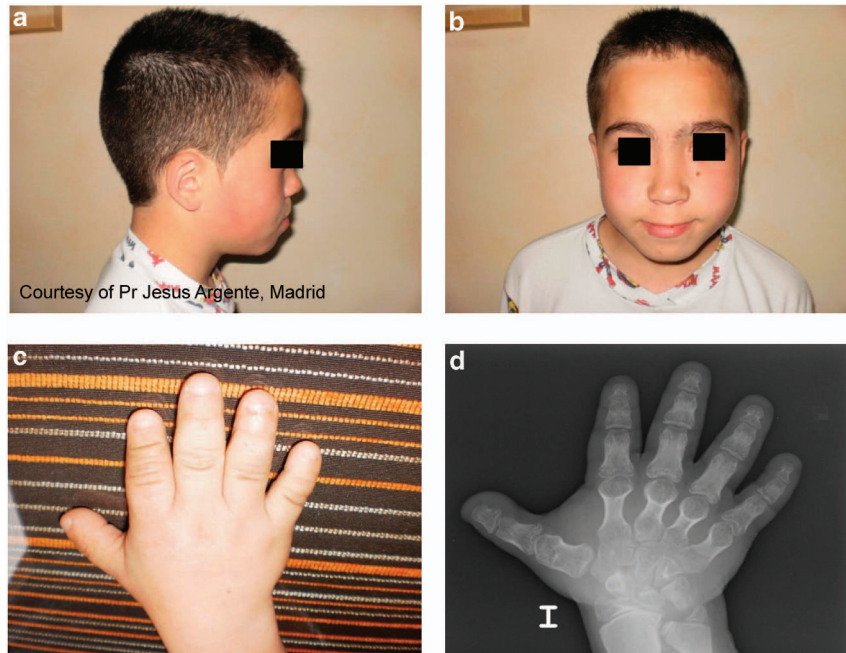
Photographs and X rays of the face and hand of a 12-year-old patient affected with ADOHR resulting from the R368X mutation in *PRKAR1A*. (a) Side and (b) front photographs of the face. Note the facial dysostosis and severe maxilla-nasal hypoplasia. Photograph (c) and radiograph (d) of the left hand. Note the shortening of all metacarpals and phalanges, and the bulky and stocky aspect of all the affected bones. Standard X-rays show the short and broad metacarpals and phalanges, the cone-shaped epiphyses and advanced carpal and tarsal maturation.
